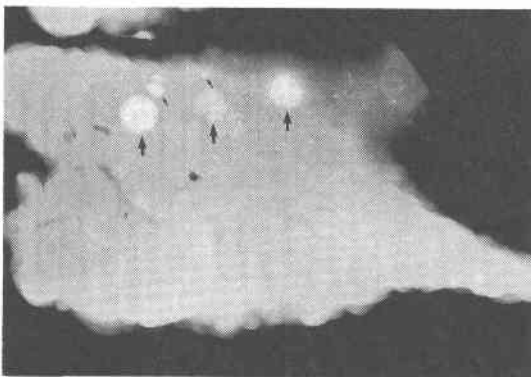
症例12の切除肝の軟線X線像。主腫瘍以外に infusion hepatic angiography では認められなかった2mmの娘結節(矢印部)にLipiodolの集積がみられる。
